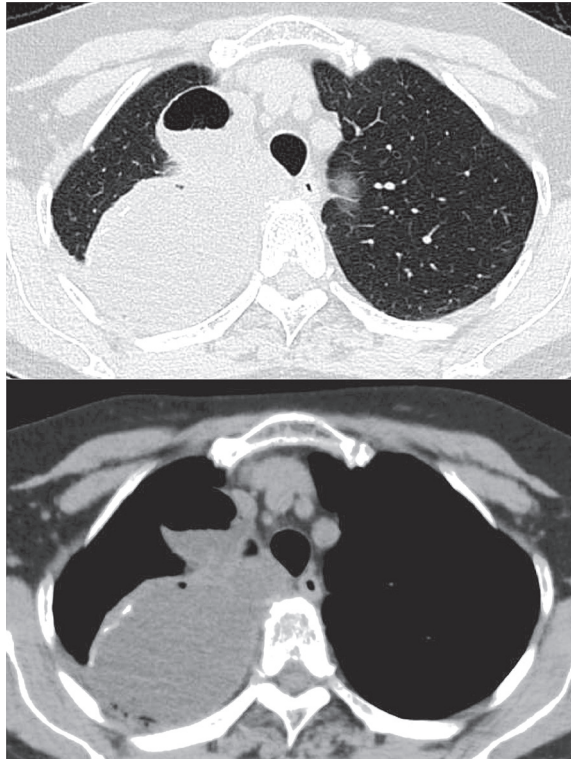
Chest CT on admission
